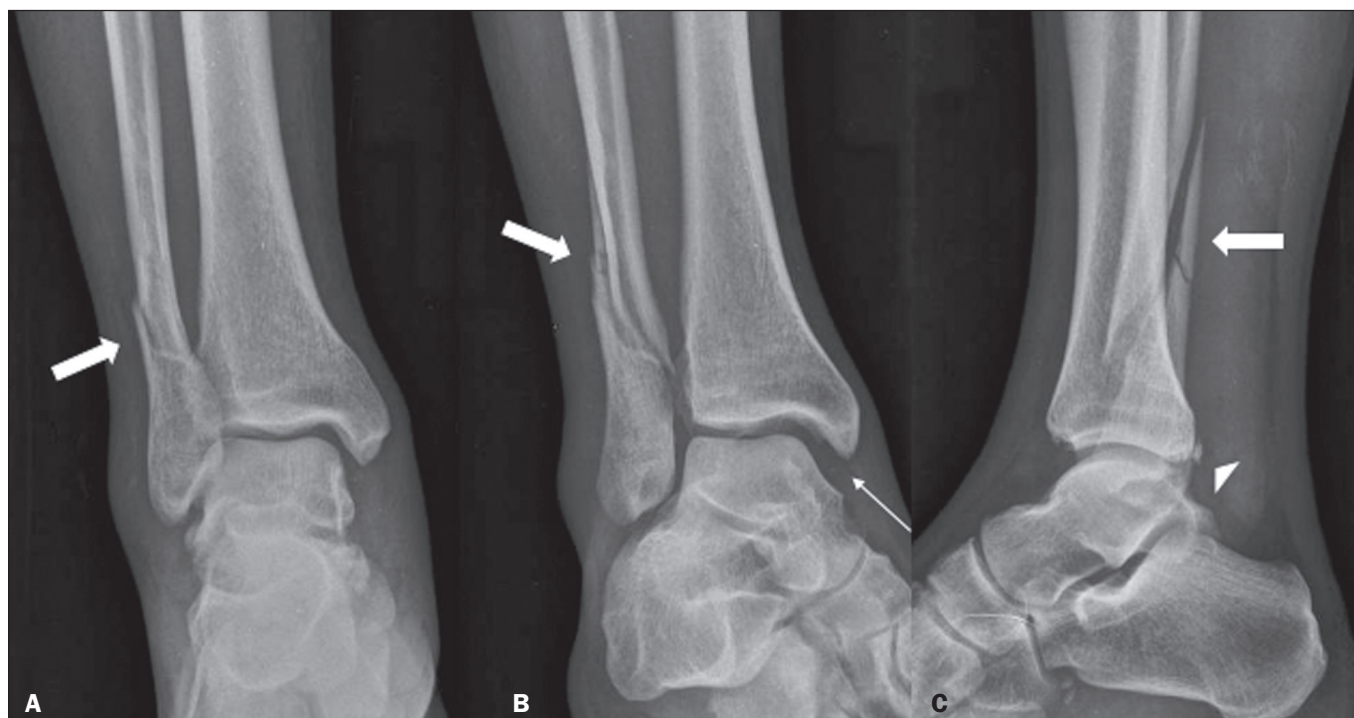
Homem, 45 anos, história de entorse do tornozelo direito ao praticar atividade com skate. Radiografias do tornozelo direito em anteroposterior (A), oblíqua (B) e perfil (C) revelam fratura por supinação com rotação externa, transindesmótica do tornozelo, apresentando traço de fratura em espiral da fíbula distal (setas grossas). Destaca-se o aumento do espaço claro medial na incidência de Mortise (seta fina), inferindo lesão do ligamento deltoide e pequena lesão do maléolo posterior (cabeça de seta).
